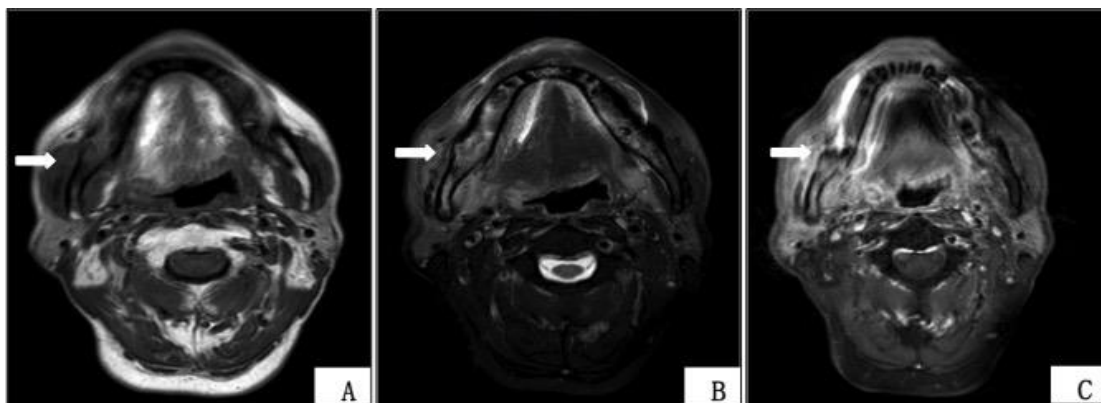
MRI 片示下颌骨放射性骨坏死的影像学表现。
